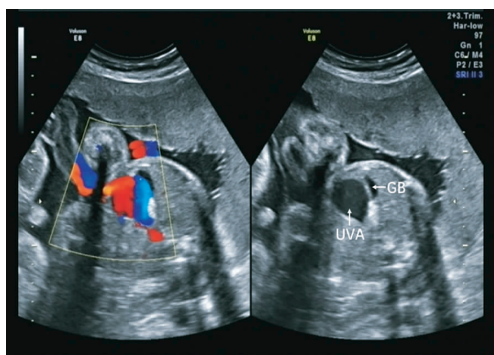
二维超声示脐静脉瘤样扩张, CDFI 示脐静脉内血流呈涡流(GB: 胆囊; UVA: 脐静脉瘤)
